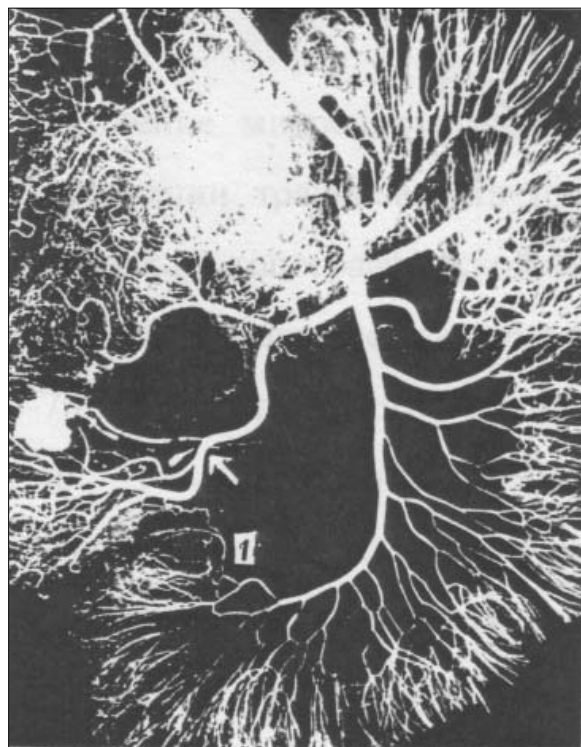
Неразвитый анастомоз (1) между верхней брыжеечной и подвздошно-ободочнокишечной артериями. Инъекция бариевой взвесью. Артерио-рентгенограмма.
